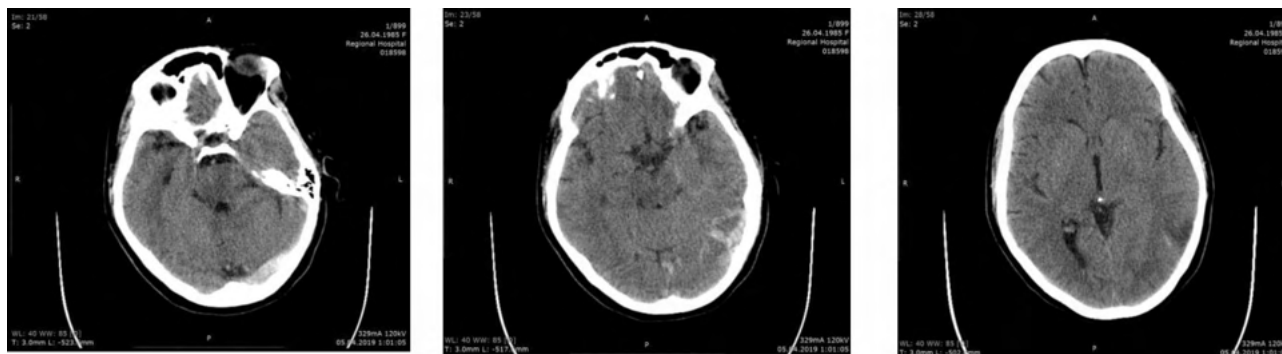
КТ головного мозга на момент поступления.
